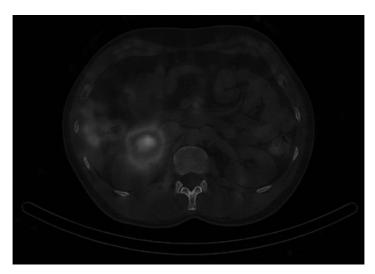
Gammagrafía y SPECT-TC simpáticoadrenal con Iodo-123.
